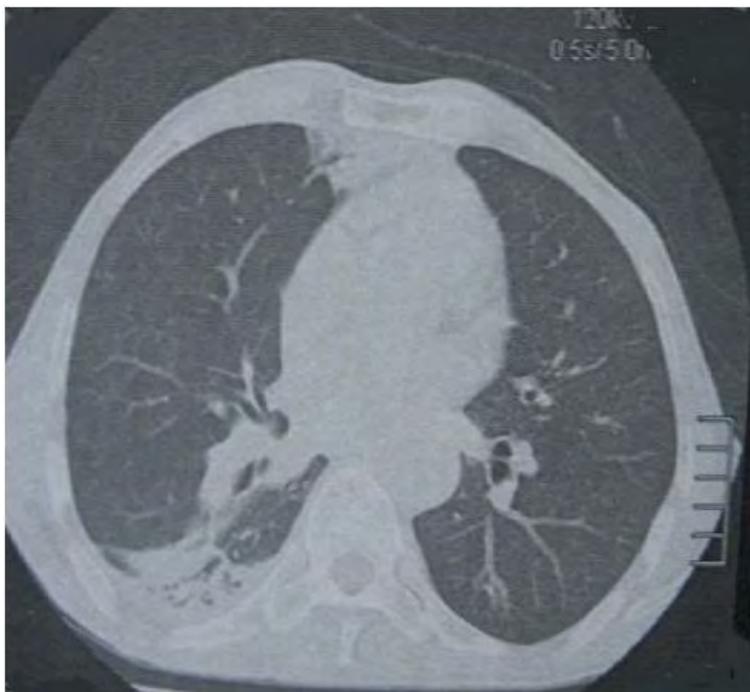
TDM thoracique en coupes axiales: dilatation des bronches, condensation rétractile du segment apical du lobe moyen et de la lingula, et nodule centimétrique angio-centré Granulomatose avec polyangéite du sujet âgé: à propos de deux cas et revue de la littérature 2015
